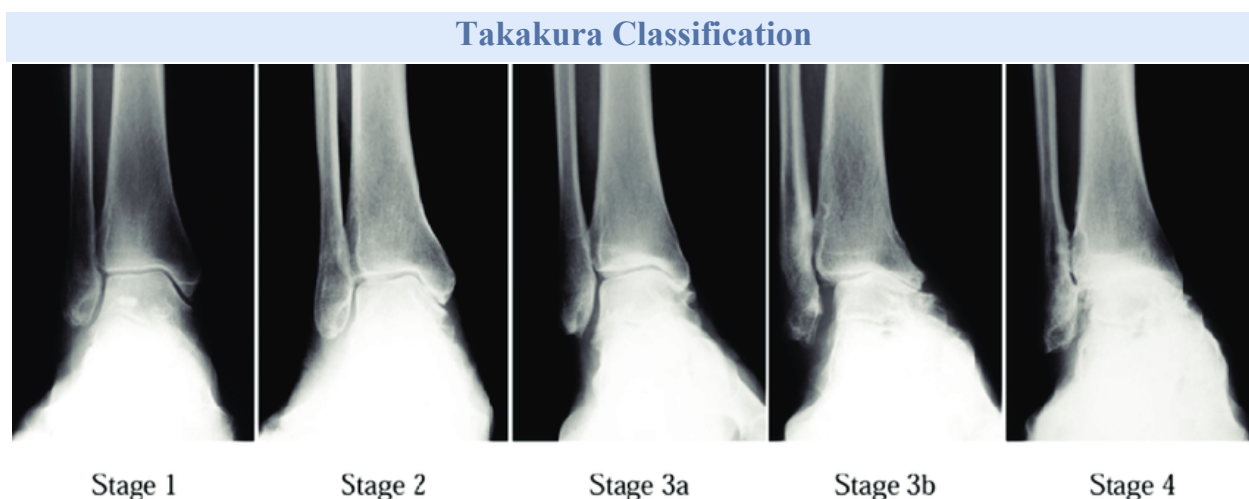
Иллюстрации рентгенограмм стадий остеоартроза голеностопного сустава, классифицированного по Takakura.
